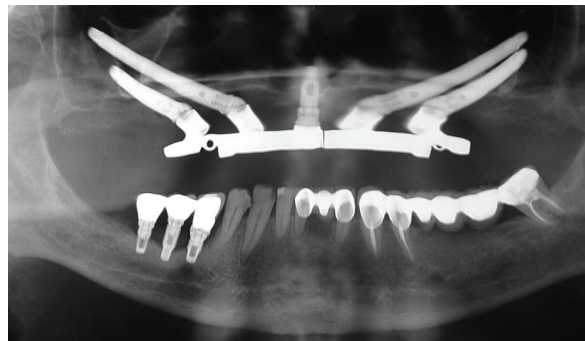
Radiografia de controle apresentando fratura em barra fresada.
